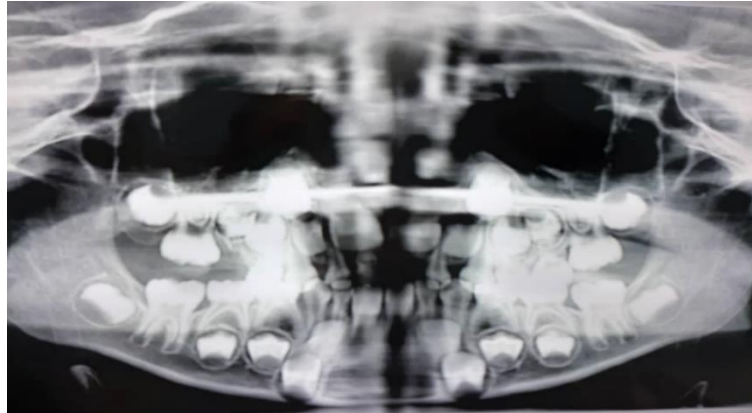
Radiografía panorámica realizada a la paciente.
